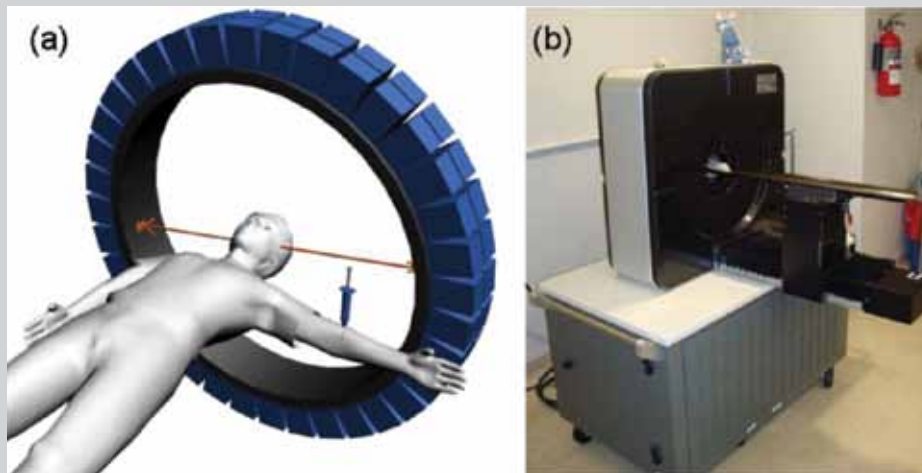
(a) En PET se le administra a un paciente un fármaco marcado con un emisor de positrones. Los fotones de aniquilación emitidos desde el paciente se detectan en coincidencia con un anillo de detectores que conforman al escáner. (b) Fotografía del microPET Focus 120 para estudios de animales pequeños.
